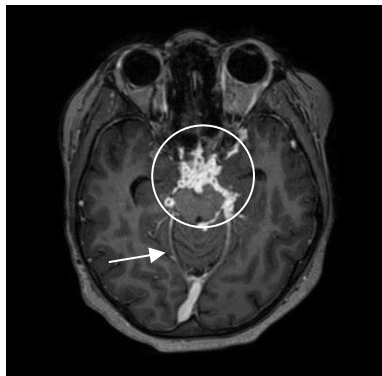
Angio-RM com múltiplos tuberculomas subaracnoideus (círculo) e realce leptomenígeo ao nível das cisternas basais (seta).
